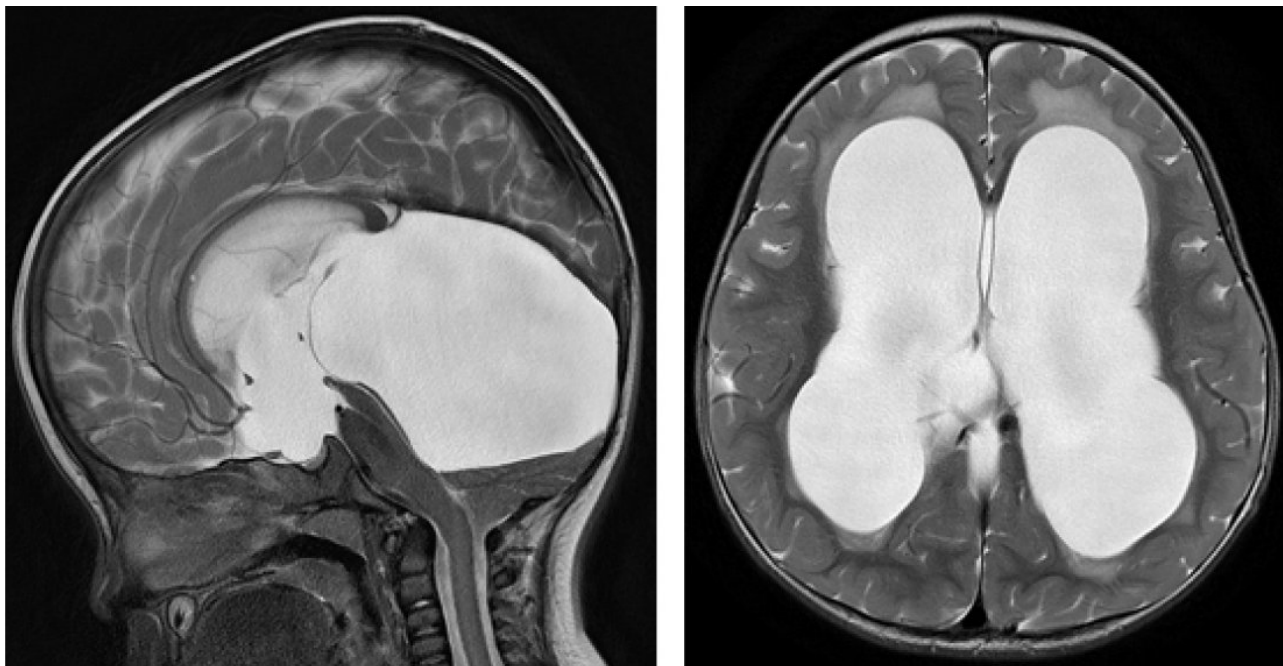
Спостереження № 37, вік 12 місяців, арахноїдальна кіста чотирьохгорбкової цистерни. МРТ зображення – округла лікворна порожнина в ділянці чотирьохгорбкової цистерни, обмежена зверху наметом мозочка (сагітальна площина), яка компресує водогін мозку, деформує верхні відділи 4-го шлуночка і задні відділи 3 шлуночка; внутрішня оклюзійна гідроцефалія з перивентрикулярним набряком (аксіальна площина).
